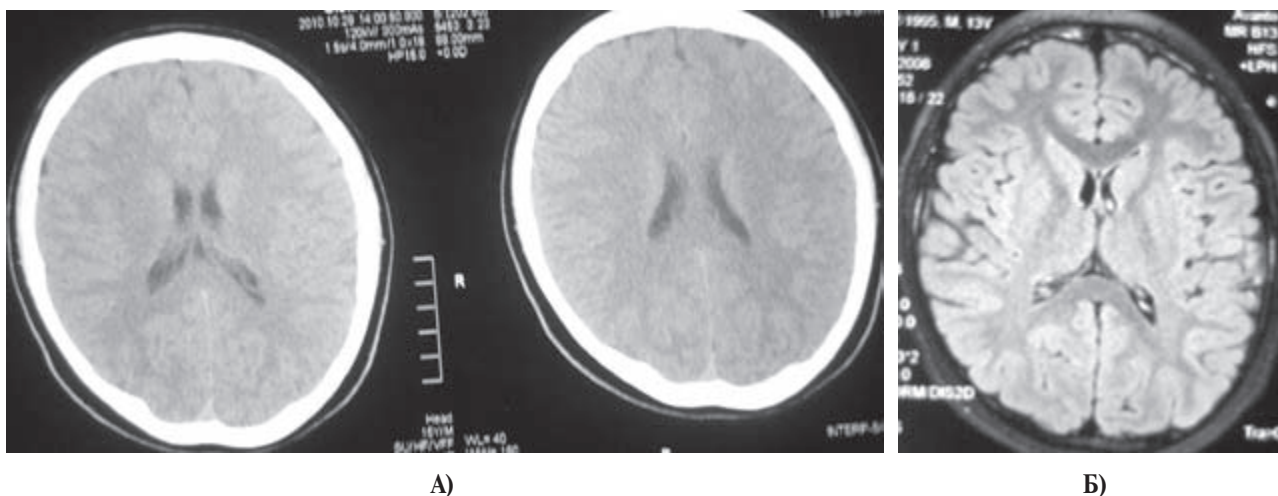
Ознаки дизгінезії мозку і кісток черепа хворого О. на КТ (А) і МРТ (Б) знімках у горизонтальній площині
